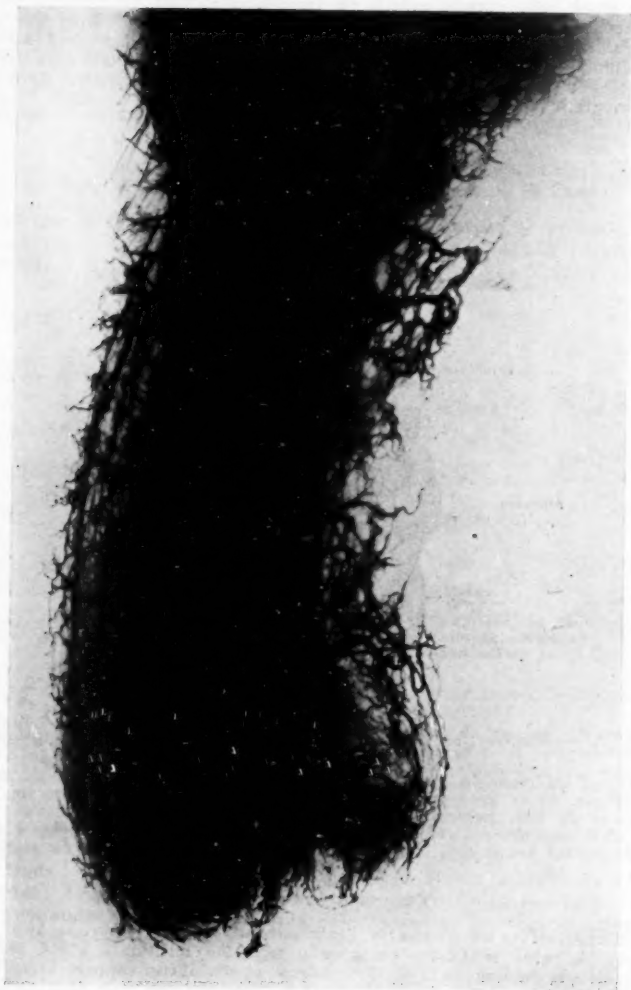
Stéréo-radiographie (après injection) d'un moignon obtenu par le procédé elliptique.
